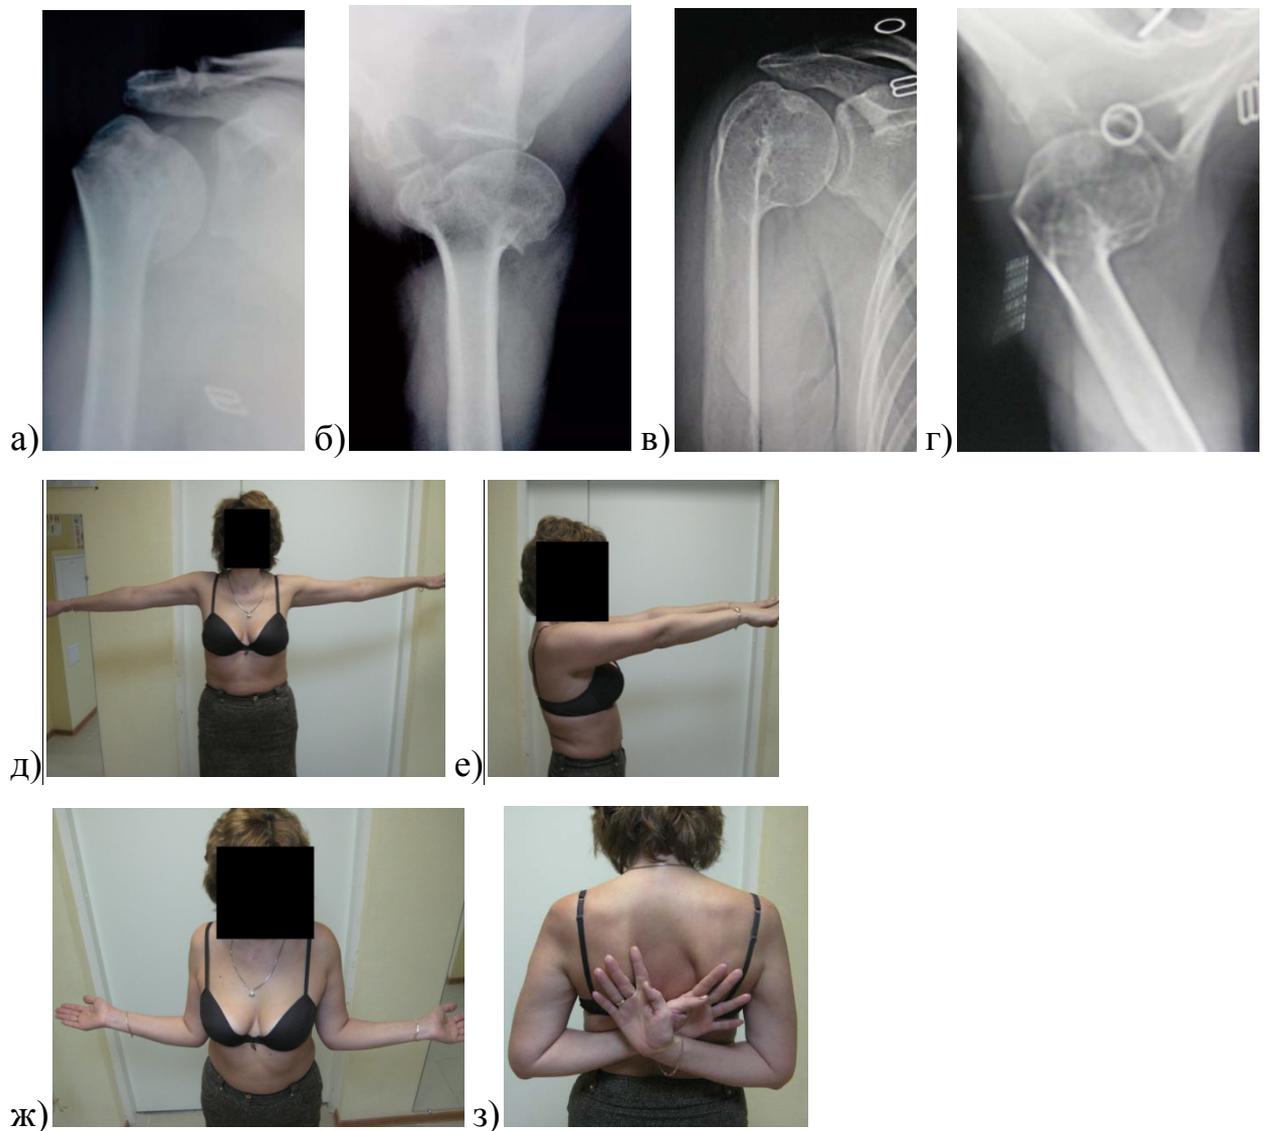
Клинико-рентгенологический результат лечения пациентки Н., 53 лет, с трехфрагментарным переломом ПОПК: а, б – рентгенограммы правого плечевого сустава до операции; в, г – рентгенограммы правого плечевого сустава через 6 месяцев после травмы; д, е, ж, з – функция правой верхней конечности через 6 месяцев после травмы (в алфавитном порядке: отведение до элевации лопатки; сгибание; наружная и внутренняя ротация).
